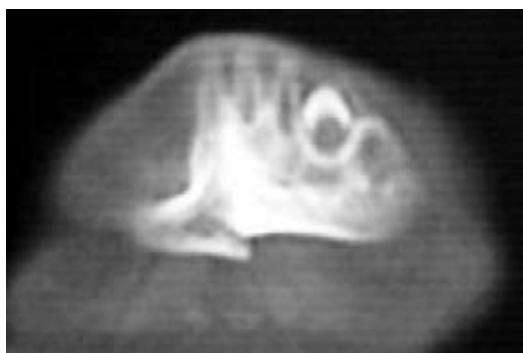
TAC con pérdida de la continuidad del reborde mandibular.
